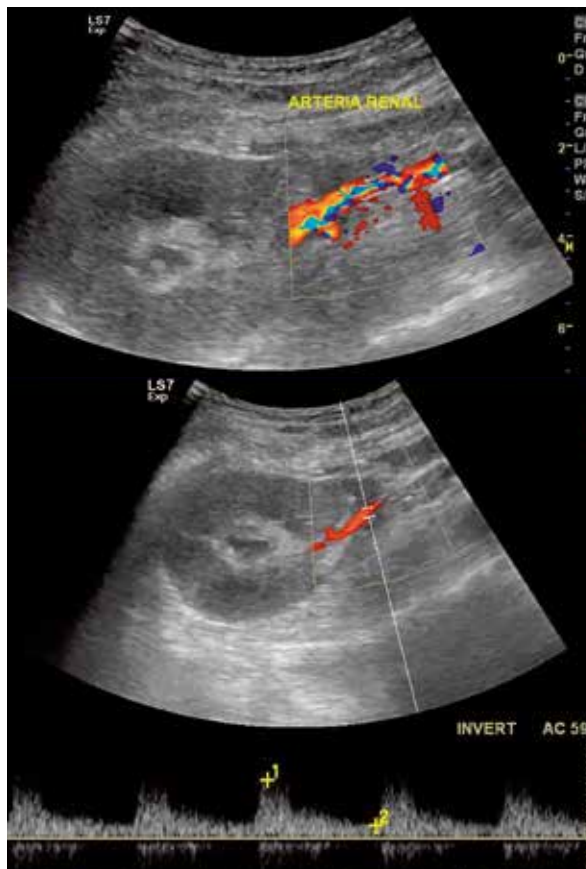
Evaluación Doppler color y espectral de la arteria renal principal. Visualización del flujo, con VPS y velocidad diastólica final en rangos normales.
